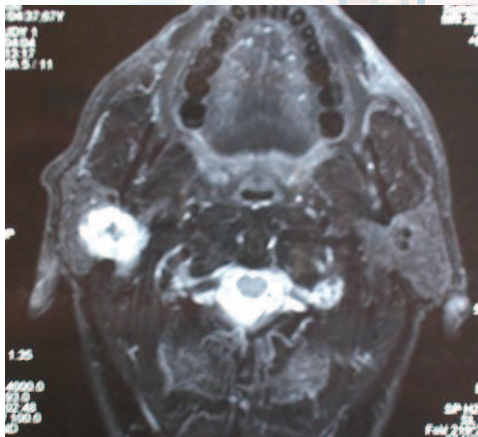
Corte axial de RMN en la que se muestra una lesión intraparotídea con zona central quística, compatible con necrosis
